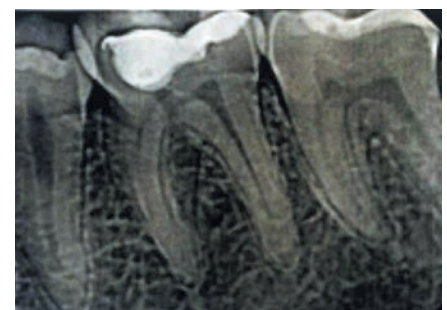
На рентгенограмме через 1 год после лечения биологическим методом нет изменений со стороны периодонта и костной ткани периапикальной области. Отмечается высокая рентгеноконтрастность «Рутдента» из-за содержания оксида циркония
